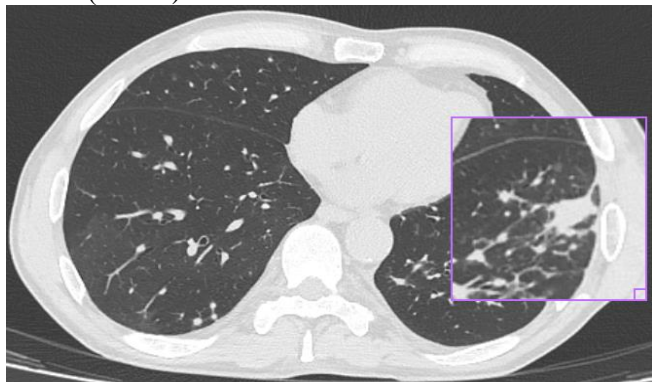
КТ органов грудной клетки (07.2023 г.): множественные, фокусы и очаги, наиболее выраженные в левом легком, фокусы и очаги по типу «матового стекла» по периферии, участки повышенной воздушности по типу парасептальной эмфиземы в верхушках легких и по задней поверхности правого лёгкого с формированием булл.
